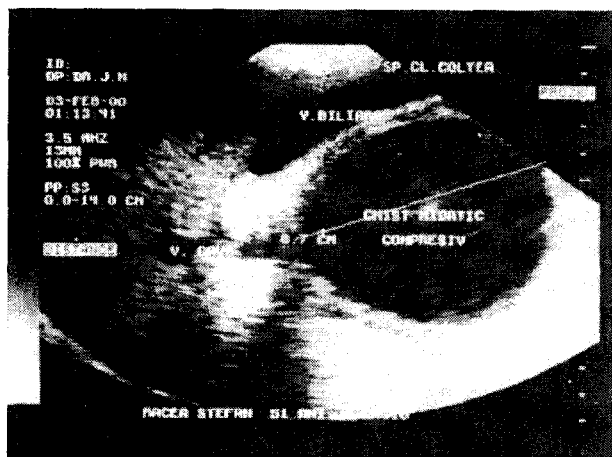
Ecografie. Chist hidatic.
